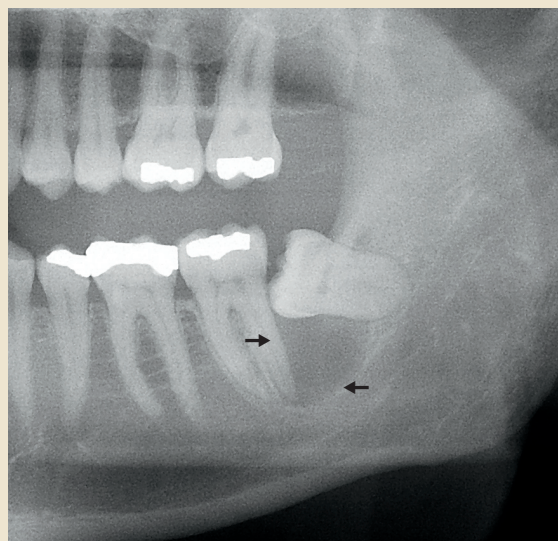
Udsnit af panoramaradiografisk optagelse visende en velafgrænset radiolucent læsion (pile) sv.t. corpus mandibulae beliggende over canalis mandibulae og mellem ± 7 og ± 8 .
